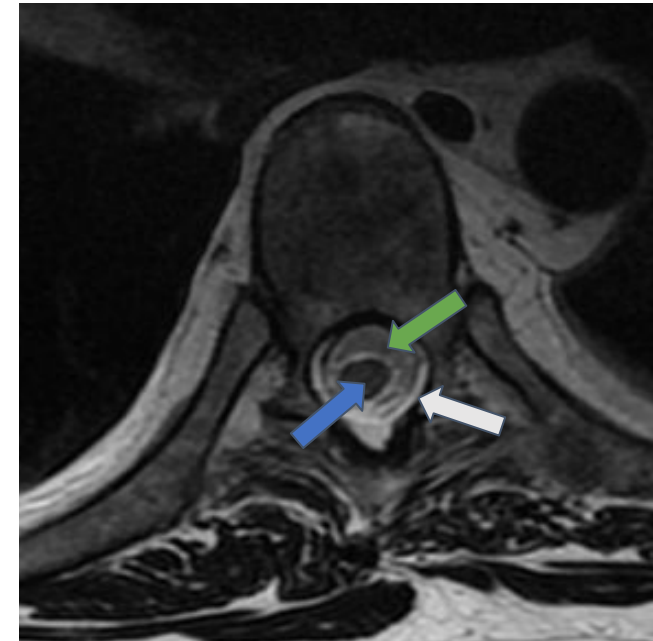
Corte axial de RM de columna dorsal, secuencia T2, de un varón de 56 años, sano. La flecha blanca indica el compartimento epidural, la flecha verde el compartimento intradural extramedular y la flecha azul el intramedular.
